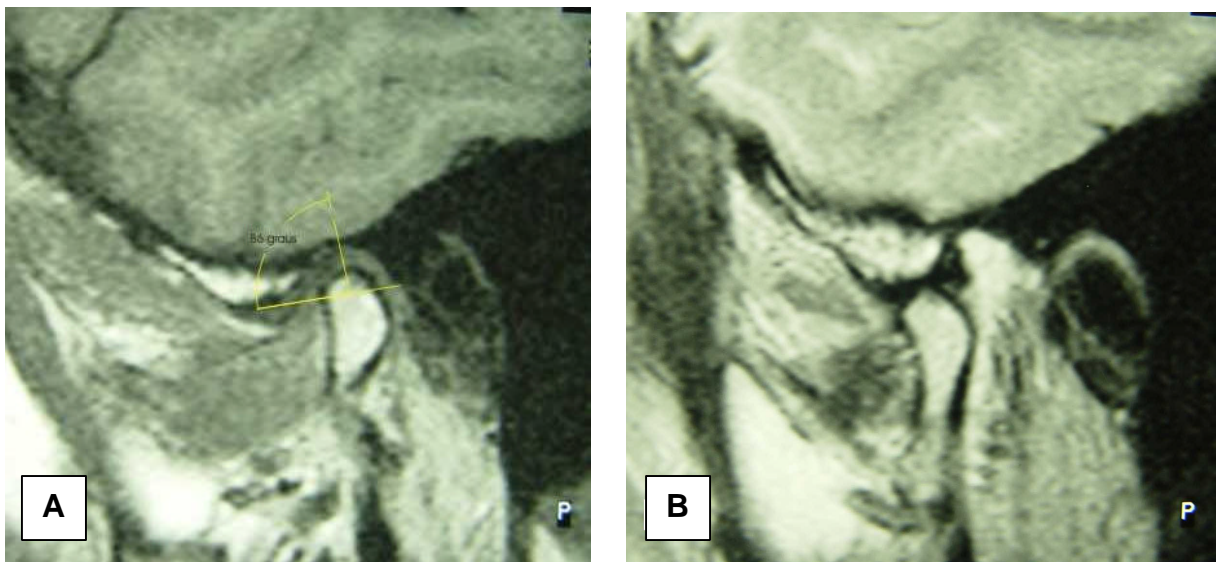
RM em cortes sagitais da mesma ATM mostrada na Figura 6.15 (Caso 10), evidenciando posicionamento normal do disco (0 a 10°). (A) Banda posterior do disco situada a 4° (90° menos 86°) da linha de referência a partir de um ponto central no côndilo, com a boca fechada. (B) Posição normal do disco, interpondo-se entre côndilo e eminência articular, com a boca aberta
